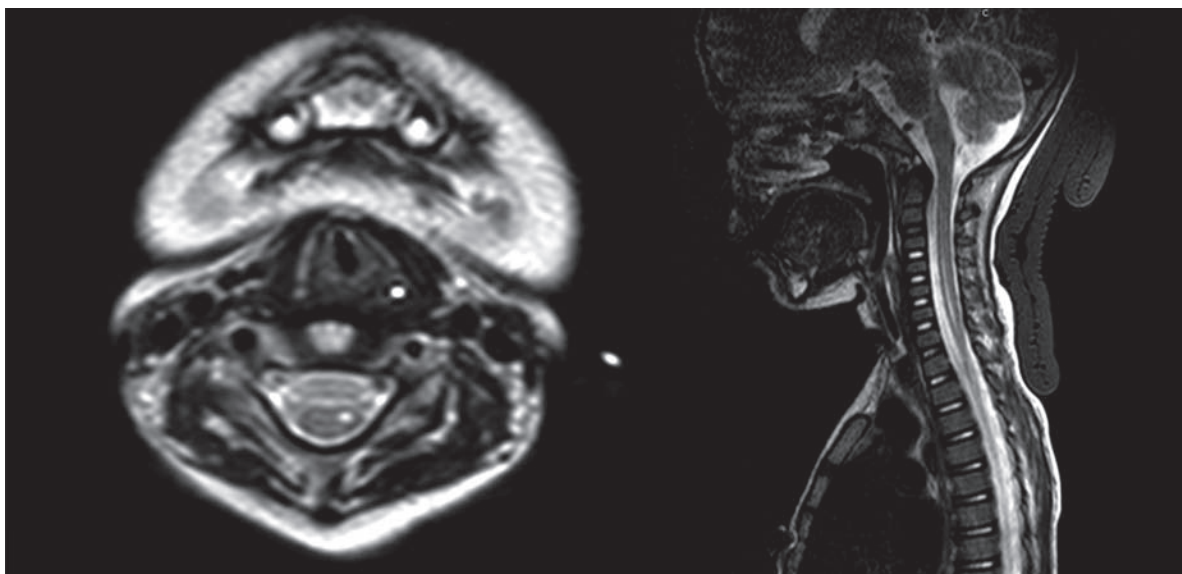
Resonancia nuclear magnética en T2.
